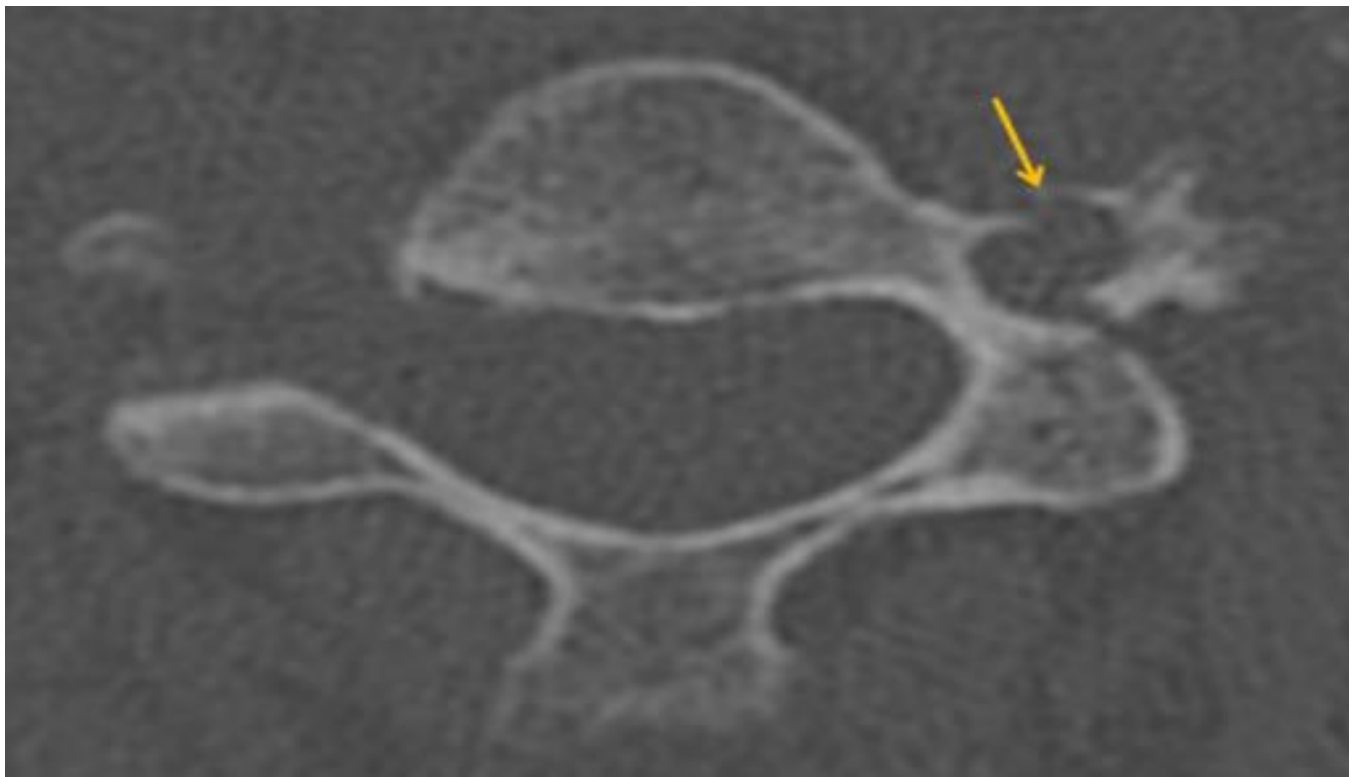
La TC muestra una fractura del agujero transverso izquierdo de C3 (flecha) en una paciente con síntomas neurológicos. Conviene no sólo detectarla sino también recomendar un estudio vascular para excluir lesión de la arteria vertebral.
